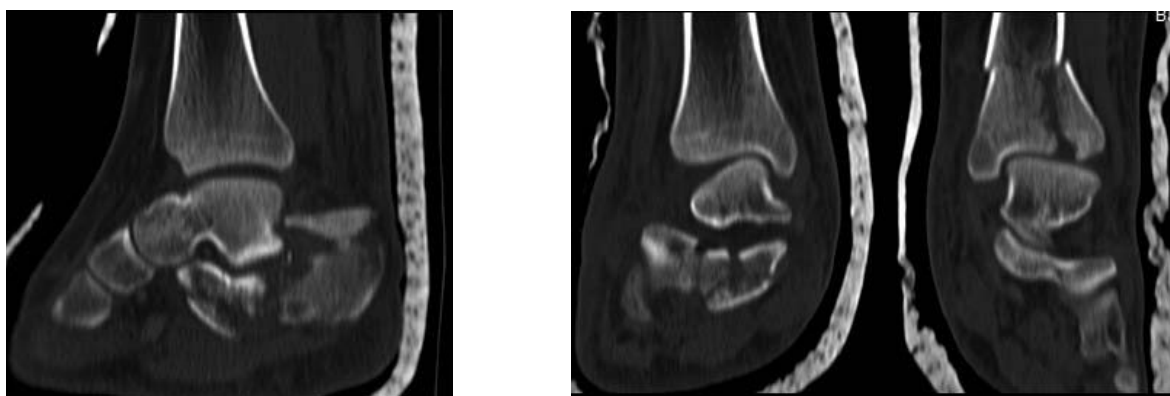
СКТ стоп пациентки М., 14 лет. Дообследование во время предоперационной подготовки.
